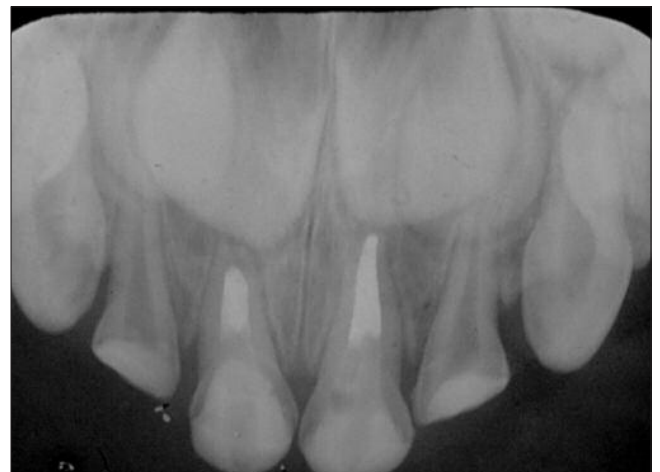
Radiografia de controle após 7 meses
